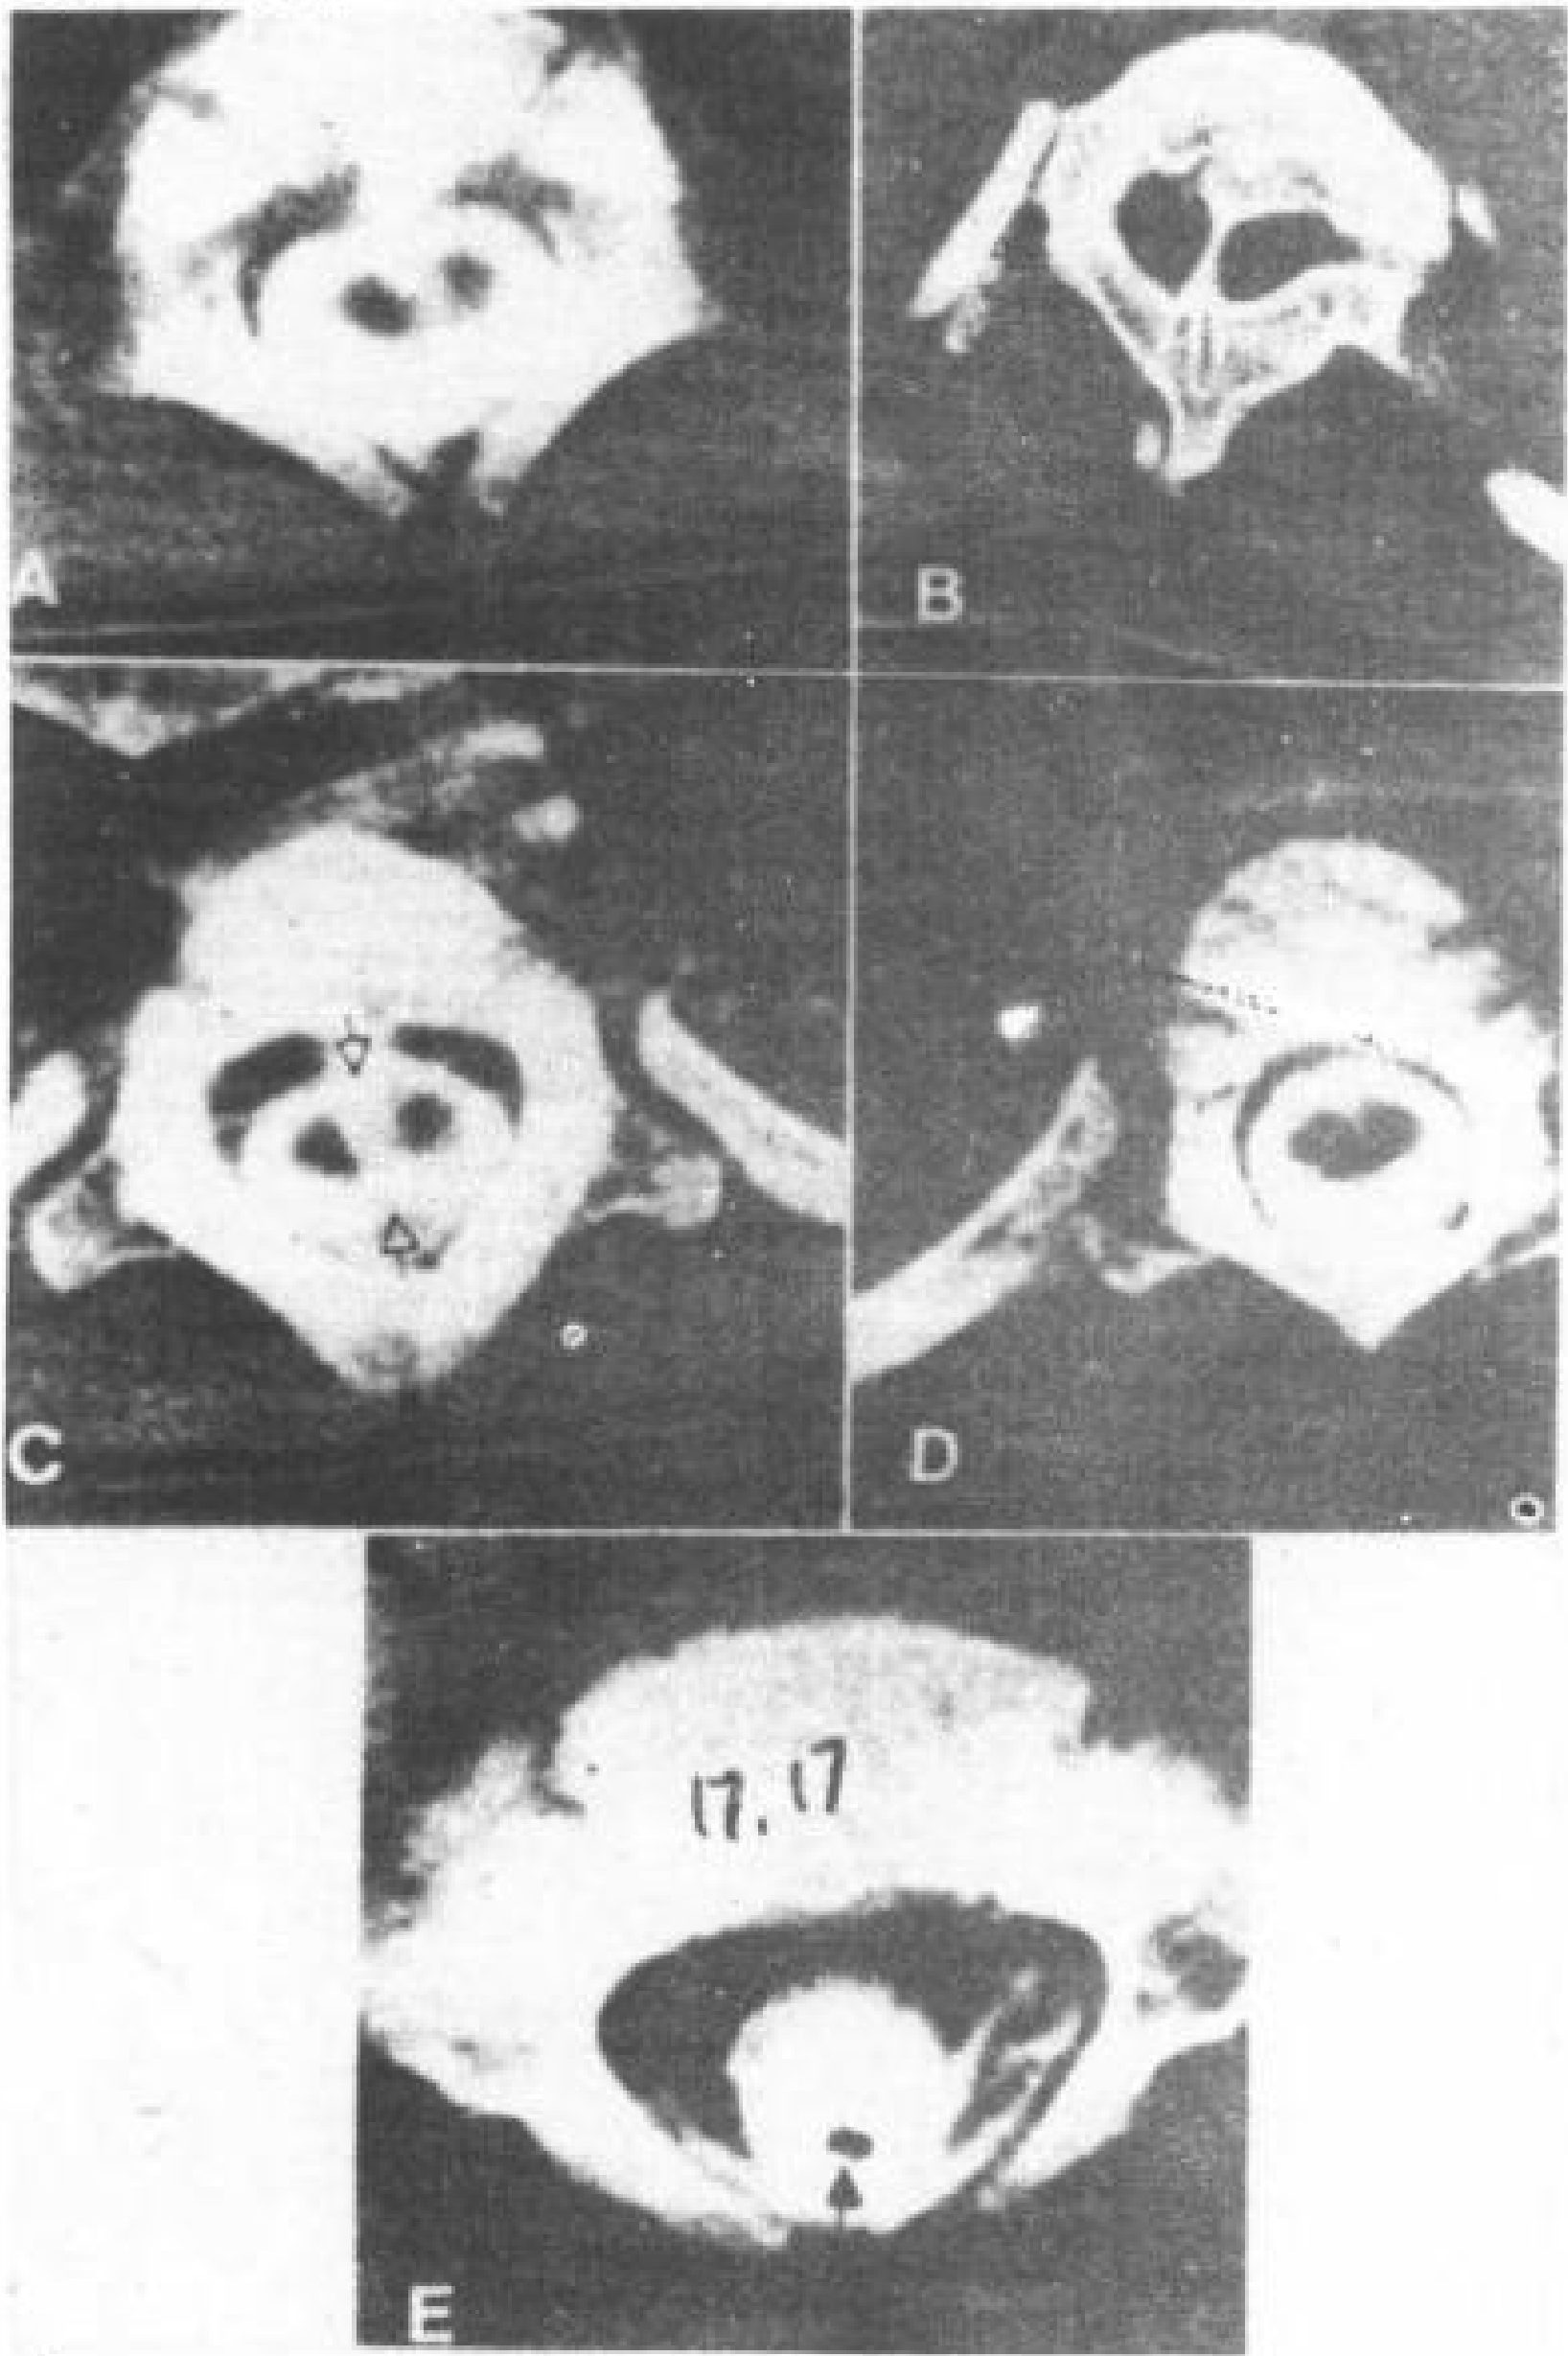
脊髓纵裂有两个硬膜和蛛网膜管。T<sub>9</sub>—T<sub>10</sub> CT 脊髓造影。
